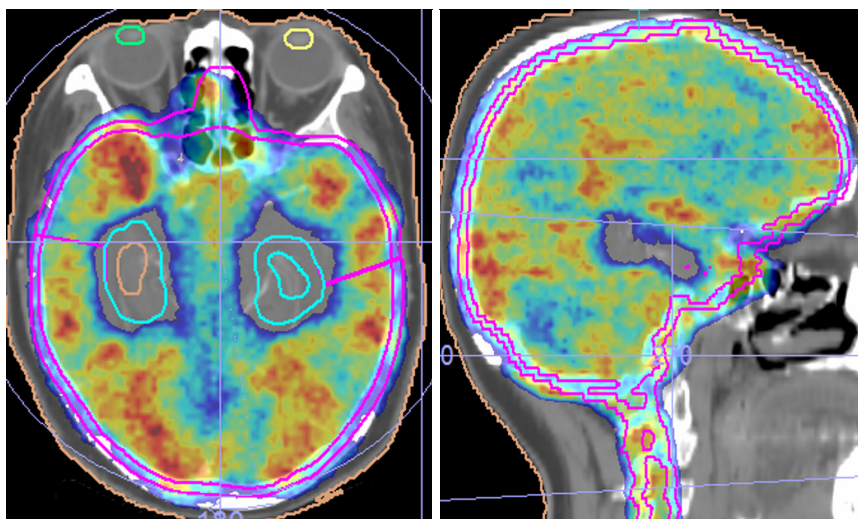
基于海马保护下全脑加颈椎椎管调强MRT放疗
